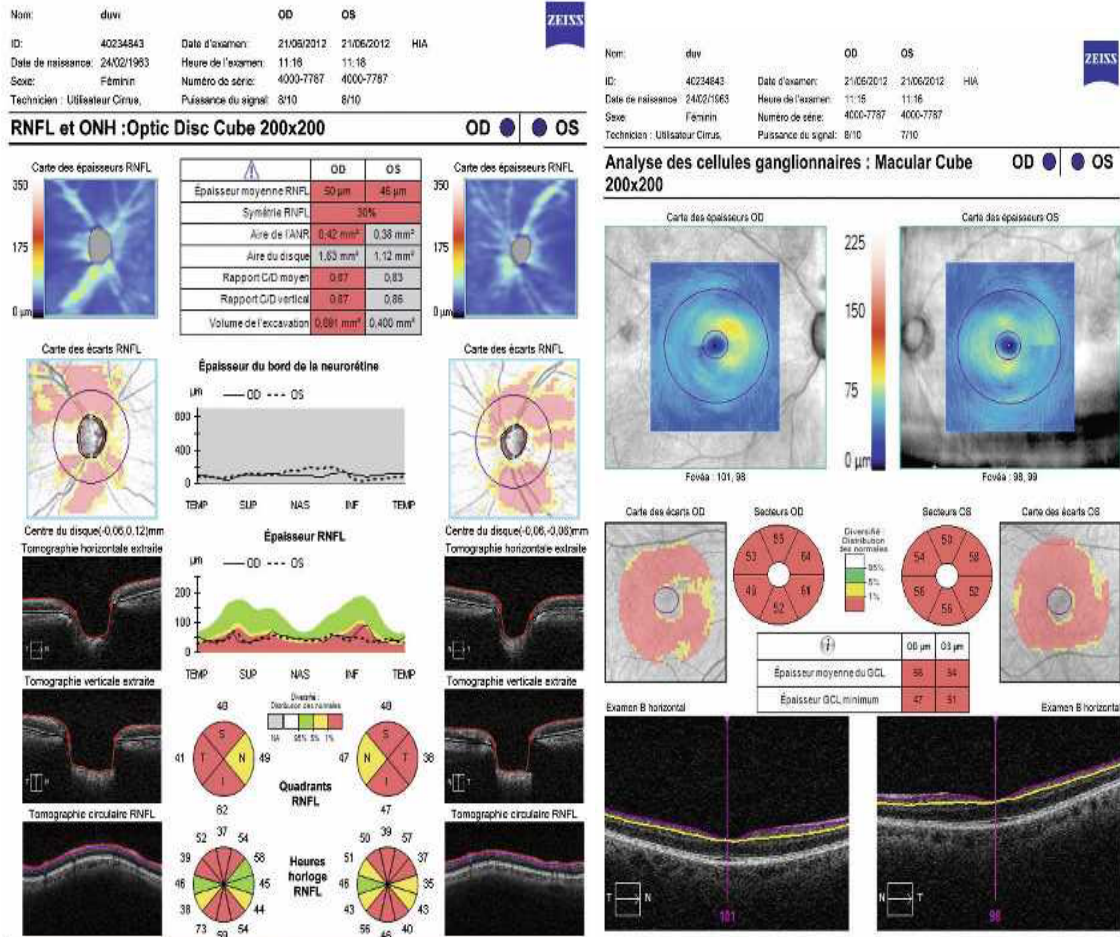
Tomographie à cohérence optique (OCT) montrant un glaucome avancé
